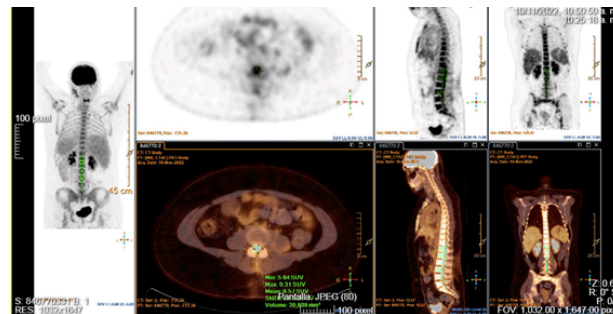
PET-TC con 18F-FDG con hallazgos con afectación medular D11-S1 en contexto de infiltración neoplásica axial extramedular intrarraquídea.
